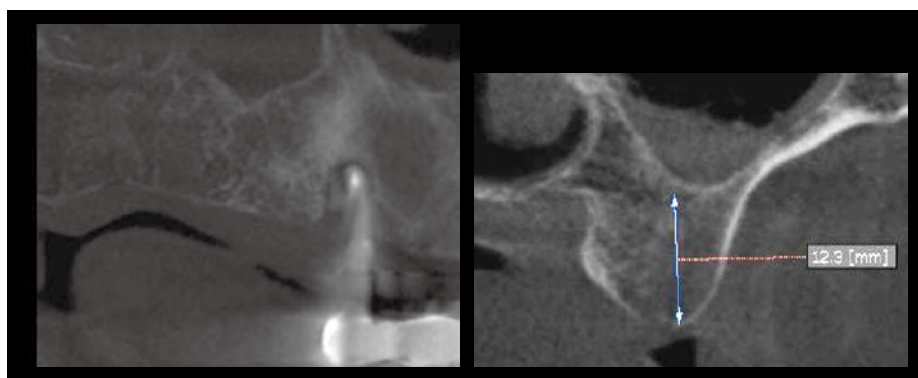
術前のCT像。64部は骨質がポーラスであることが認められる。
